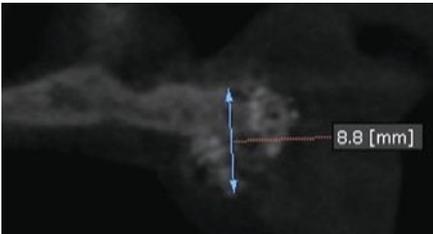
骨造成後の CT 像。垂直的骨幅は 9mm 程度になった。
